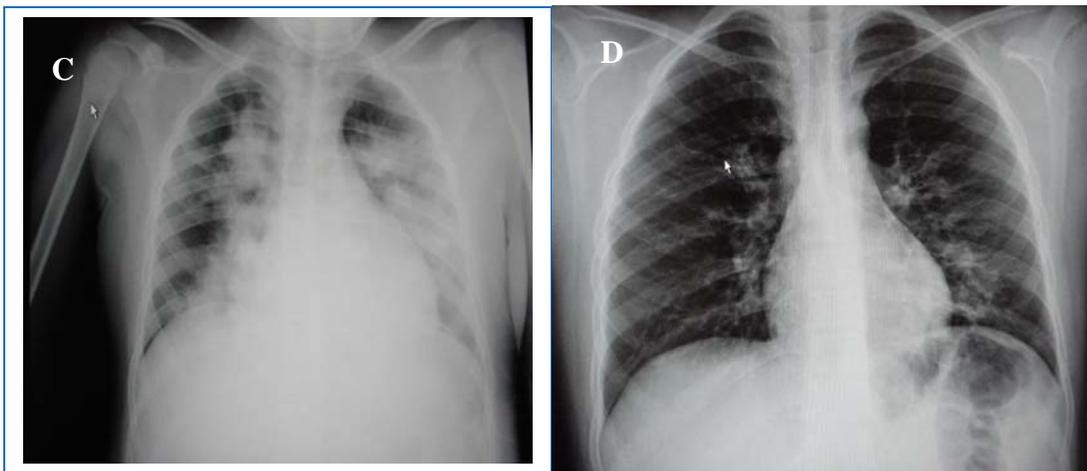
En los recuadros C y D la radiografía de un paciente a su ingreso a terapia y a los 9 meses de su egreso con patrón reticular bilateral de predominio bibasal.
